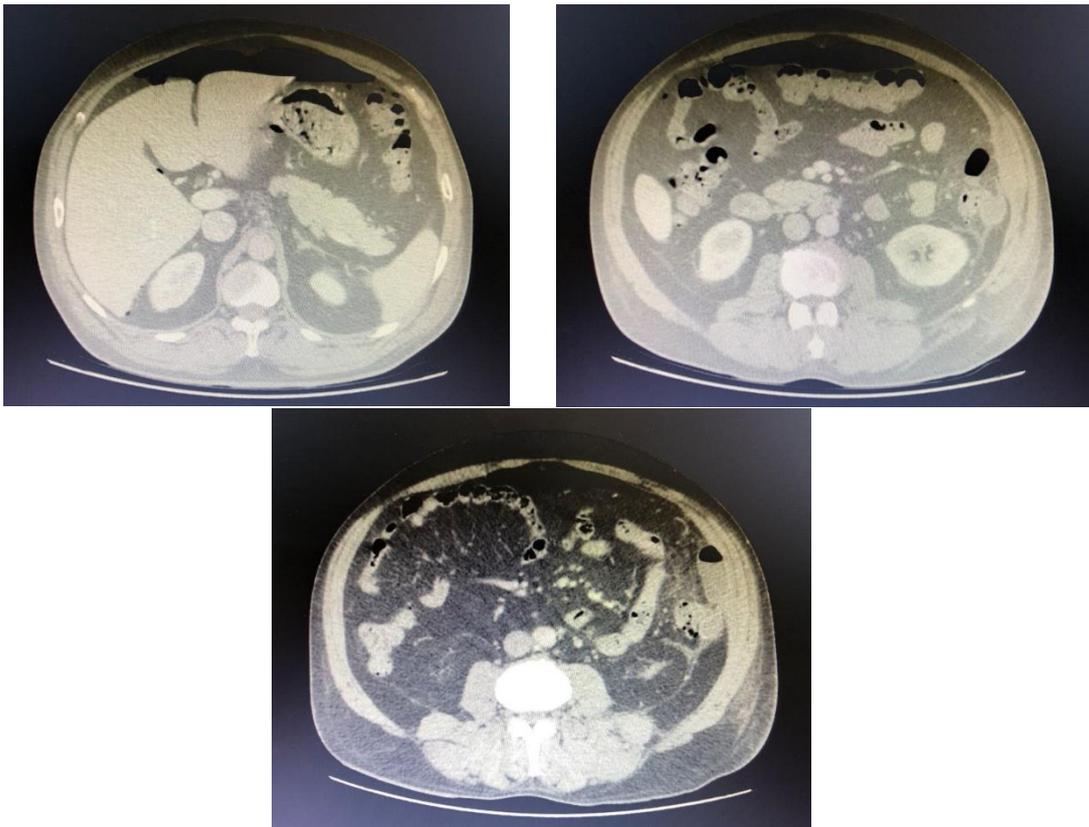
Nova tomografia de abdômen com a presença de pneumoperitônio extenso no andar superior do abdômen com coleção pericólica
